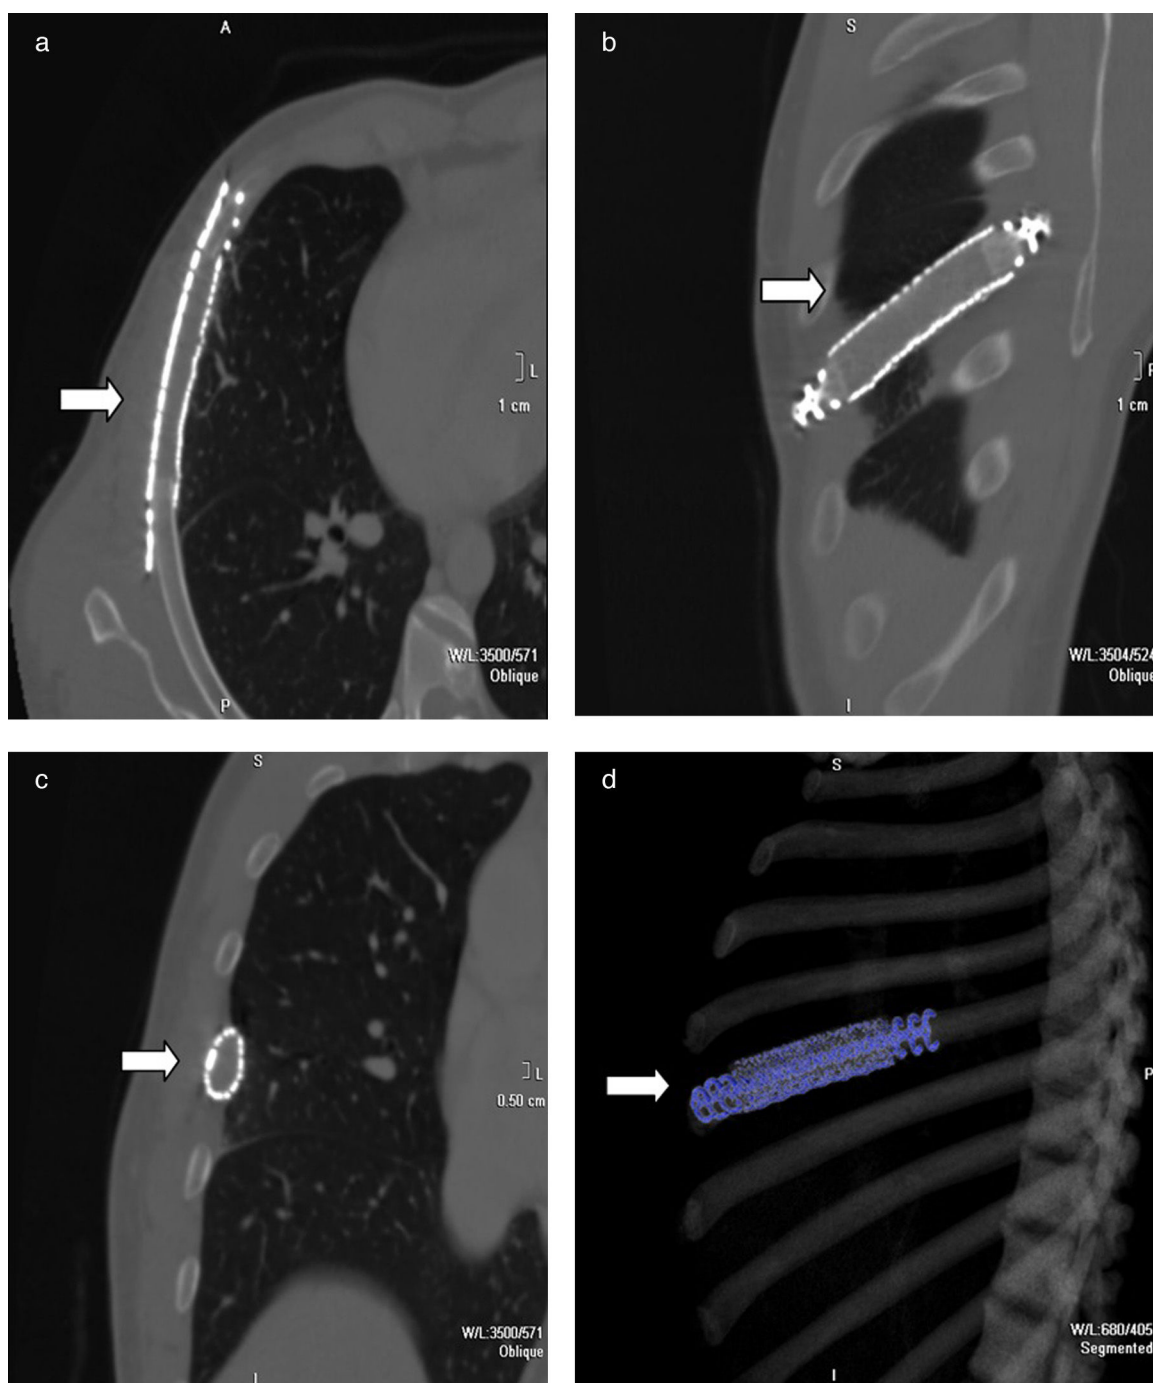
Tomografía computada de tórax, con ventana ósea, en cortes (a) axial, (b) sagital y (c) coronal, donde se aprecia el reemplazo de la estructura ósea del sexto arco costal derecho por una prótesis metálica anclada a los extremos costales sanos y fijada con un sutil material cementado (flechas). En el control evolutivo no hubo signos de remanencia o recidiva tumoral. (d) La reconstrucción tridimensional de la parrilla costal reveló la prótesis metálica, resaltada en color azul.
